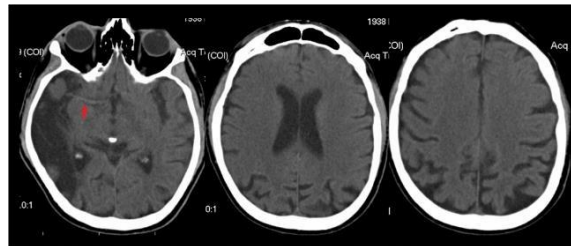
TAC sin contraste.
